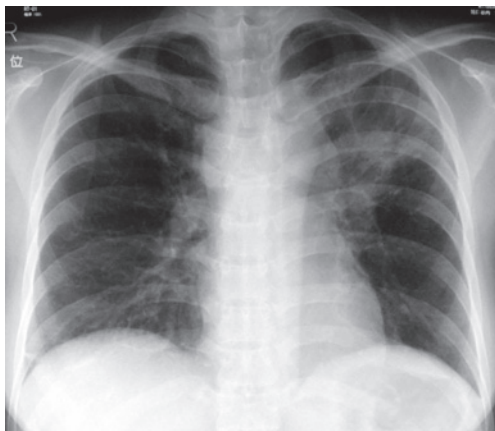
Chest X-ray on admission showed a large mass in the left middle lung field, with infiltration recognized around the mass. The margins of the upper mediastinal shadows had extended bilaterally.
